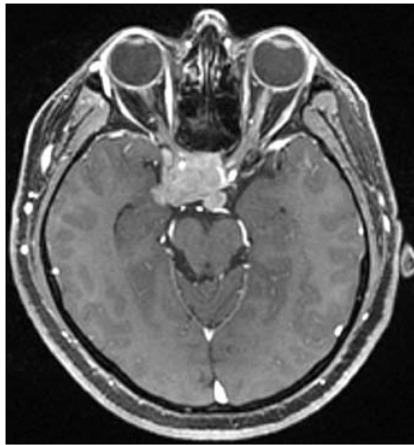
Resonancia magnética que muestra cómo el tumor supraselar se infiltra en el seno cavernoso y el nervio óptico derechos.
